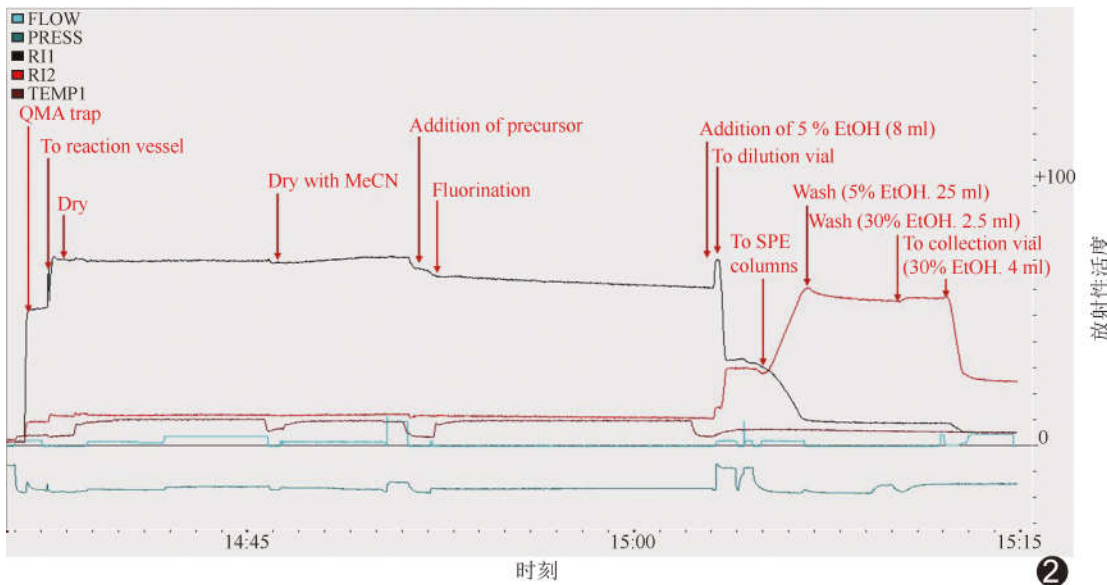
自动化合成 <sup>18</sup>F-PSMA-1007 参数动态监测曲线(黑线表示反应瓶中放射性活度随时间的变化曲线;红线表示稀释瓶和固相萃取柱中放射性活度随时间的变化曲线)
